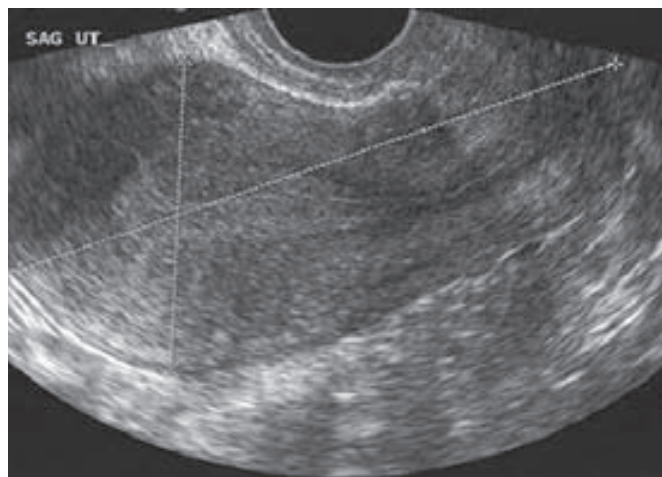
Ecografía transvaginal en el plano sagital de un cuerpo uterino en anteversión y ante flexión. Los calibradores marcan la longitud uterina (+) y la dimensión anteroposterior (x). (Cortesía de la Dra. Elysia Moschos.)
